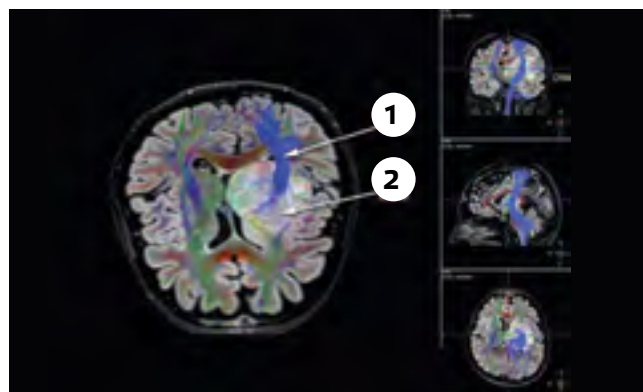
МРТ-трактография у пациентки с опухолью области базальных ганглиев и зрительного бугра. 1. Кортико-спинальный тракт. 2. Опухоль.
